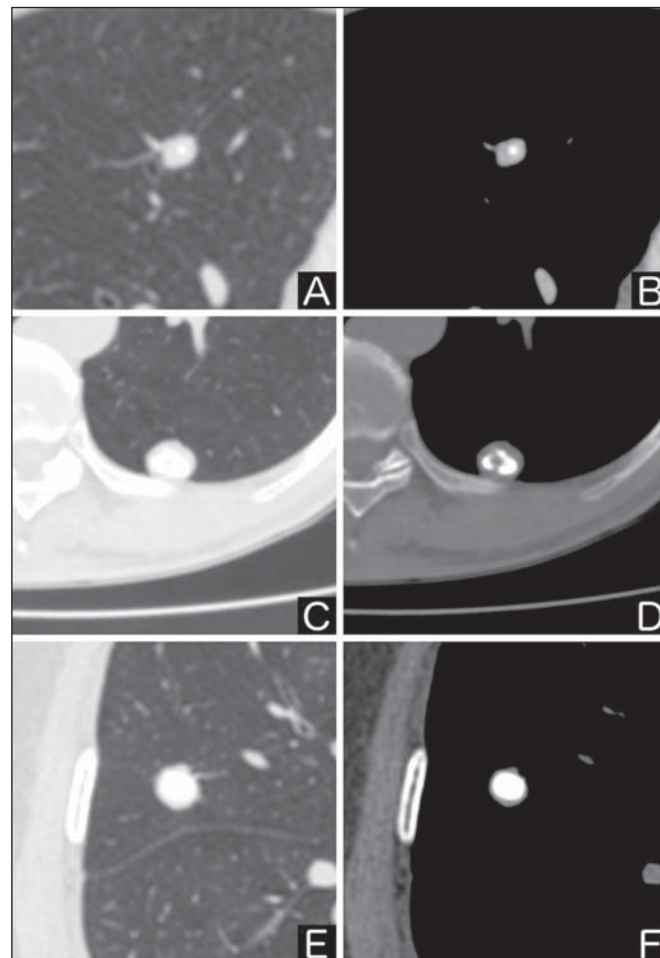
Padrão de calcificação benigno. TC de tórax em janela pulmonar e óssea. A,B: Calcificação central. C,D: Calcificação “em pipoca”. E,F: Calcificação difusa.
